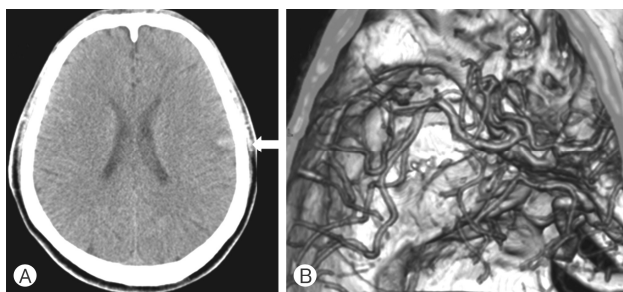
Initial non enhance brain computed tomography (CT) and CT angiography. Linear high density along Left frontoparietal cortical sulci with surrounding edema (white arrow), indicating suspicious leptomeningeal pathology with subarachnoid hemorrhage, was present (A). There were no definite vascular abnormalities on middle cerebral artery (B).
